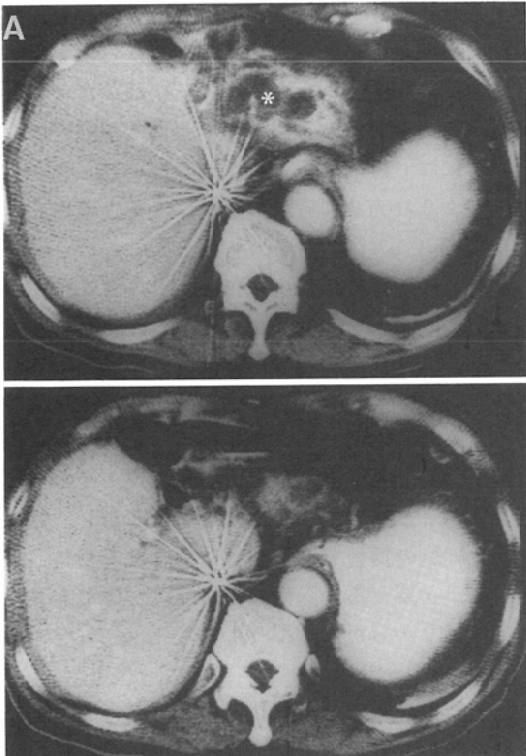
Percutaneous drainage of dilated intrahepatic bile duct in a patient with multiple biliary stones A : (above) CT scan shows collapsed left hepatic lobe with dilated intrahepatic bile duct (asterisk). / (below) CT image at slightly lower level demonstrates bowel loop adjacent to the collapsed liver. B: Drainage catheter placed into dilated intrahepatic bile duct (above). Following contrast medium injection through the catheter confirms the communication between the catheter and dilated duct.
